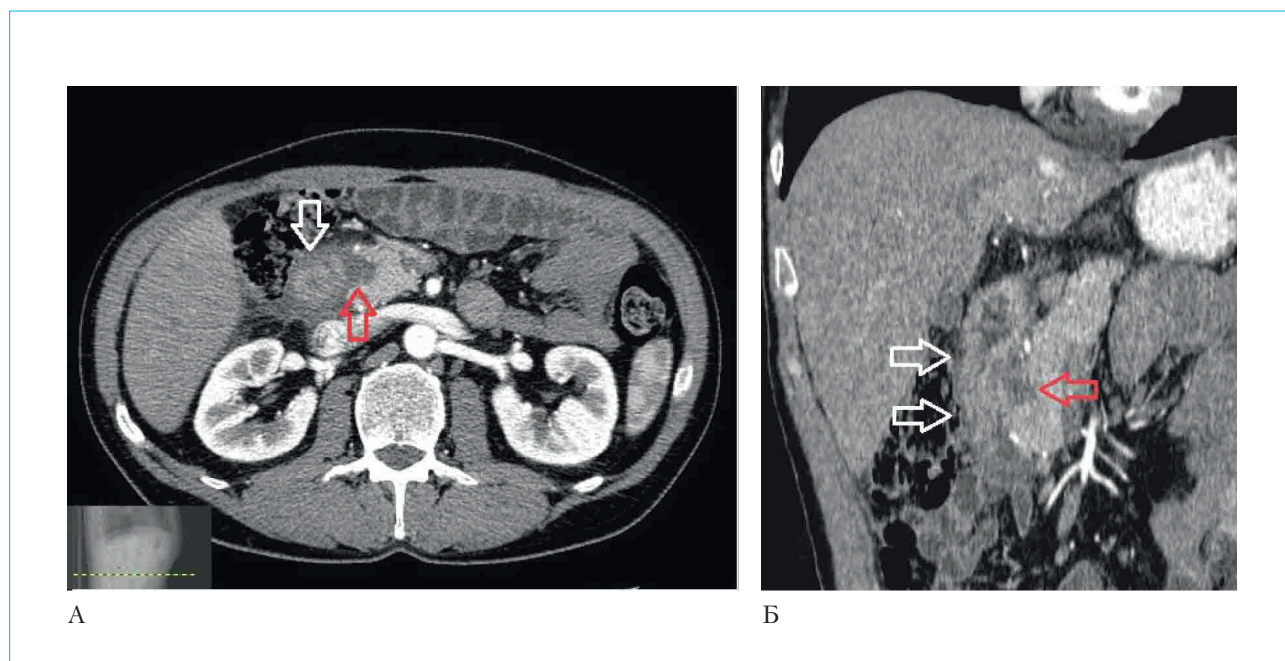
МСКТ с внутривенным болюсным контрастированием, артериальная фаза: А — аксиальная проекция, Б — коронарная проекция. Белой стрелкой указано циркулярное утолщение стенок ДПК с перифокальной инфильтрацией, красной стрелкой указана киста в стенке вертикальной ветви ДПК
